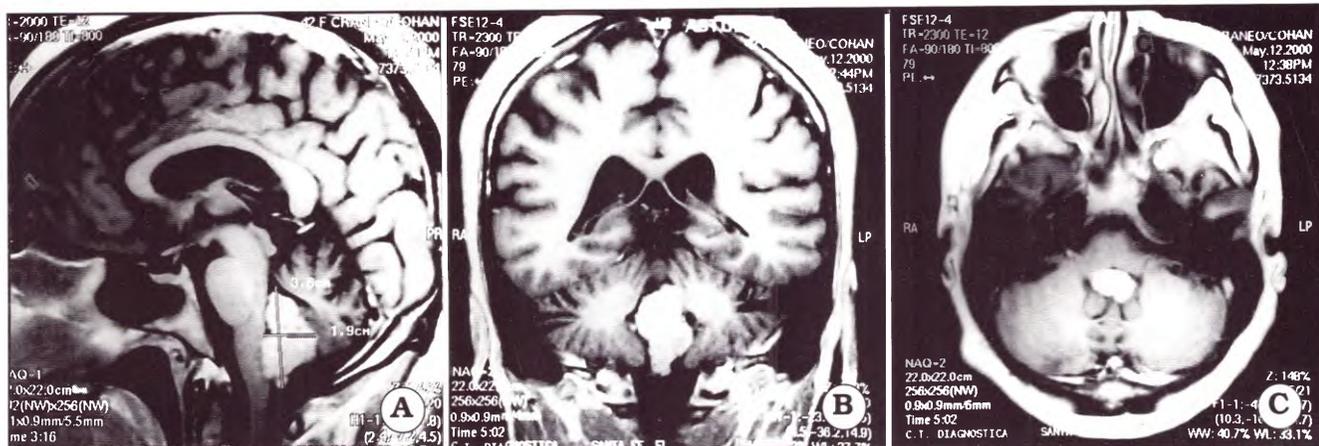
IRM. Secuencia sagital, coronal y axial en T1 con gadolinio que muestran la lesión intraventricular tumoral
